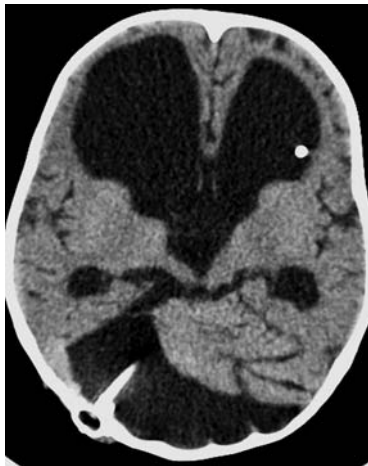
МСКТ того же ребенка, что на рис. 1, аксиальный срез. Состояние после операции «тандемного» шунтирования. Катетер с клапанным резервуаром в полости кисты. Второй катетер (кисто-вентрикулярное соустье) виден в полости переднего рога левого бокового желудочка (кистозный отрезок катетера в срез не попал)
